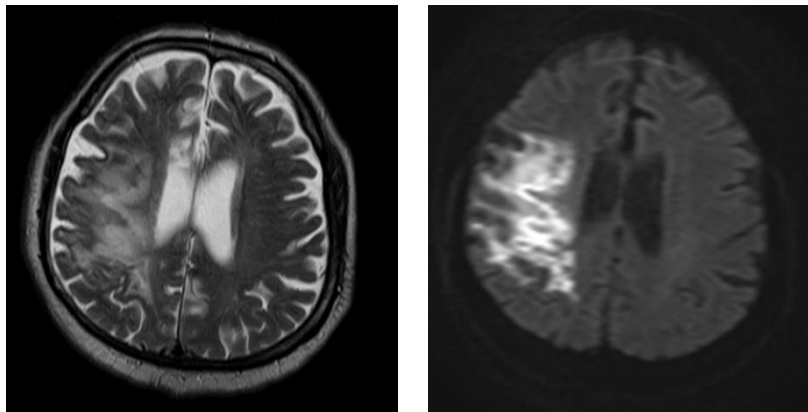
Рисунок А.3. МРТ головного мозга пациента. DWI- и T2- режимы, аксиальный срез. В веществе правой лобно-теменной области определяется обширная зона ишемии размером 77x47x50мм, на этом фоне отмечается сужение правого бокового желудочка (общий объем ишемии равен 91,7 см³ по данным DWI-режима и 96,7 см³ по данным T2-режима). Диффузные атрофические изменения коры головного мозга.
